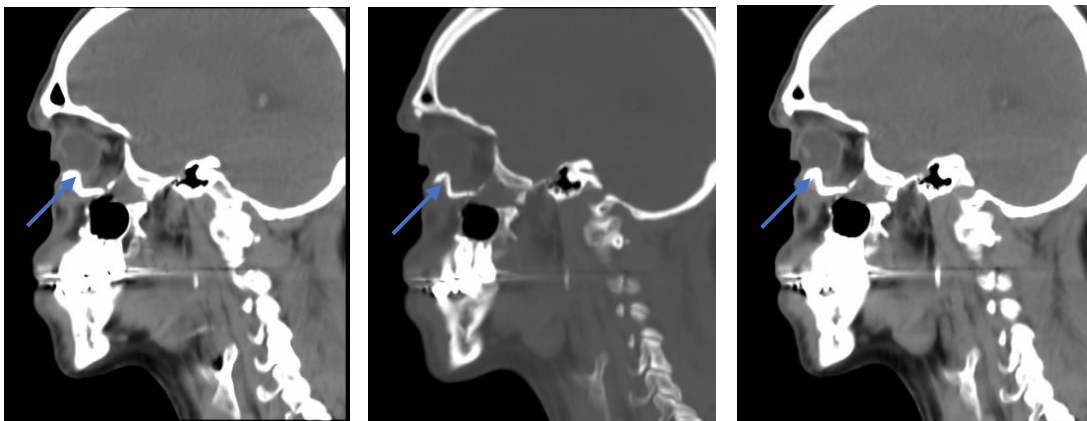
Tomografía computarizada cortes axiales. Ruptura de material de osteosíntesis en rim orbitario derecho. Se observa la presencia de malla en piso de orbita derecha.
